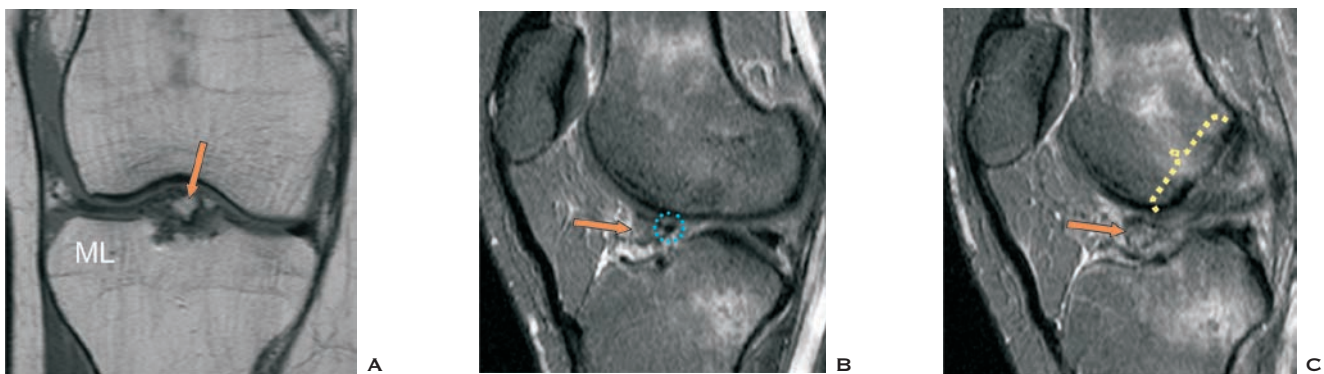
A: RM do joelho no plano coronal evidenciando fragmento ósseo avulsionado (seta laranja) na inserção da raiz anterior do menisco lateral. B e C: RM no plano sagital mostrando a raiz anterior do menisco lateral (círculo azul tracejado) e a lesão do ligamento cruzado anterior (parêntese amarelo).
